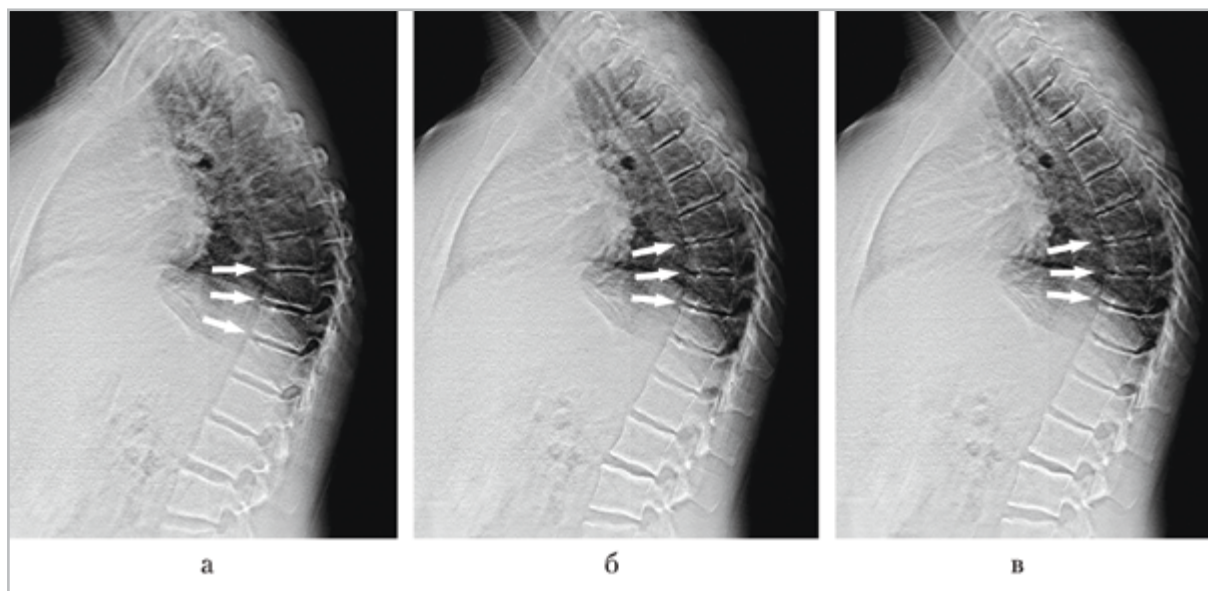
Томограммы грудного отдела позвоночника с использованием методики томосинтез. Склерозирование и узурация смежных замыкательных пластин позвонков Th6–10. Клиновидная деформация тел позвонков Th7–10
